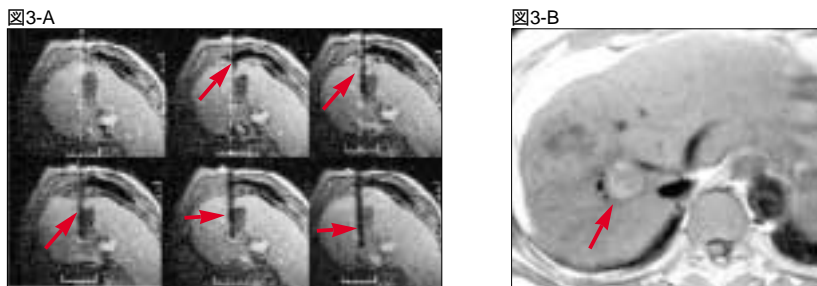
IV-MRIを誘導画像に用いたマイクロ波腫瘍焼灼術
